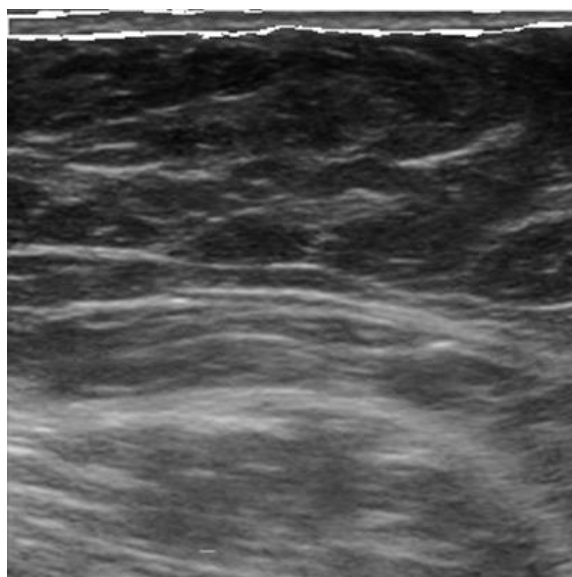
Segmentación de la piel en imágenes de ultrasonido
